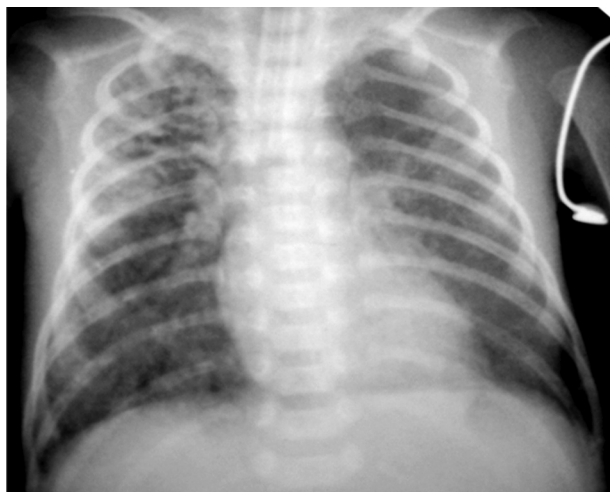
Оглядова рентгенограма ОГК недоношеної дитини (СГ 28 тижнів). Двобічна інтерстиціальна емфізема (кістоподібна форма) з формуванням медіастинальних псевдокил на фоні РДС III ст.
